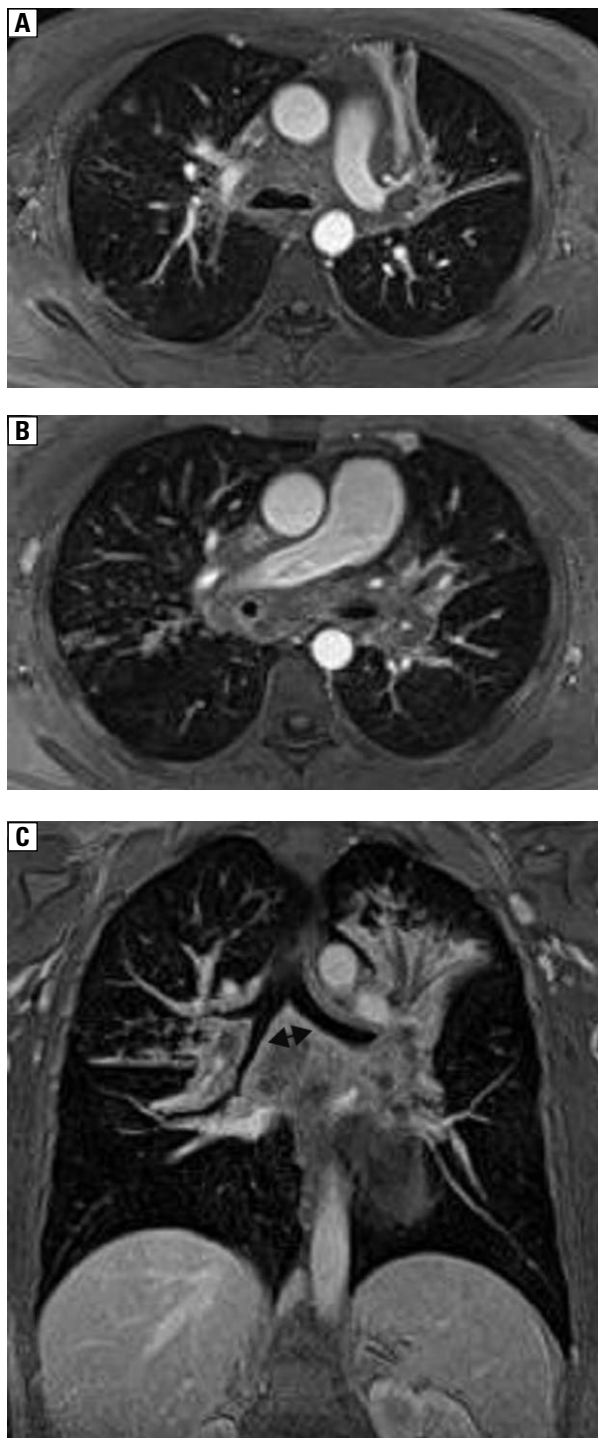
CT klatki piersiowej, projekcja maksymalnej intensywności (MIP) — gałęzie dolnopłątowe obu tętnic płucnych zwężone przez nieprawidłowe masy widoczne w śródpiersiu
